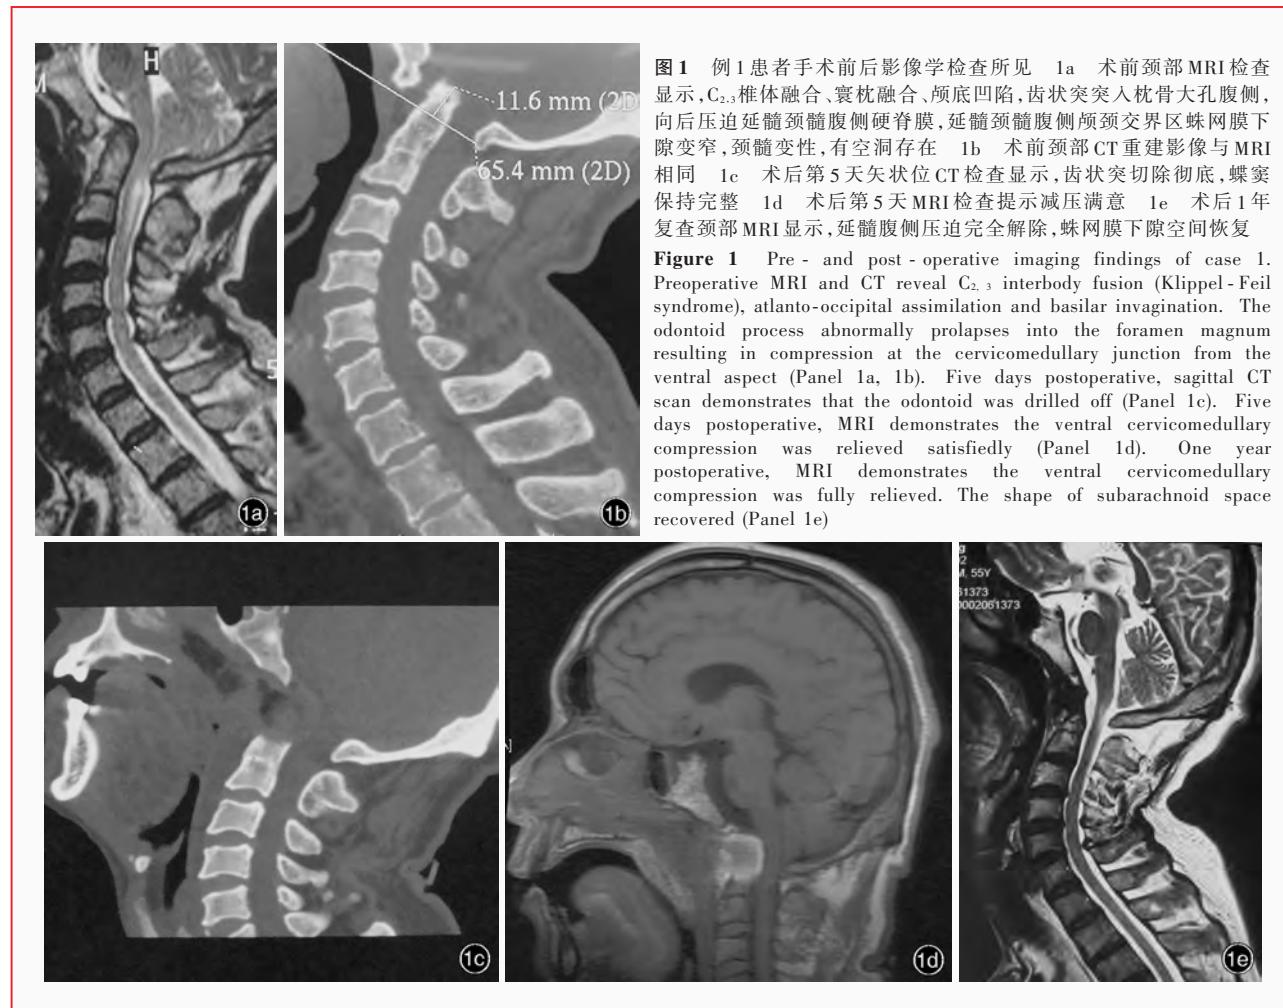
例1患者手术前后影像学检查所见 1a 术前颈部MRI检查显示,C_{2,3}椎体融合、寰枕融合、颅底凹陷,齿状突突入枕骨大孔腹侧,向后压迫延髓颈髓腹侧硬脊膜,延髓颈髓腹侧颅颈交界区蛛网膜下隙变窄,颈髓变性,有空洞存在 1b 术前颈部CT重建影像与MRI相同 1c 术后第5天矢状位CT检查显示,齿状突切除彻底,蝶窦保持完整 1d 术后第5天MRI检查提示减压满意 1e 术后1年复查颈部MRI显示,延髓腹侧压迫完全解除,蛛网膜下隙空间恢复
